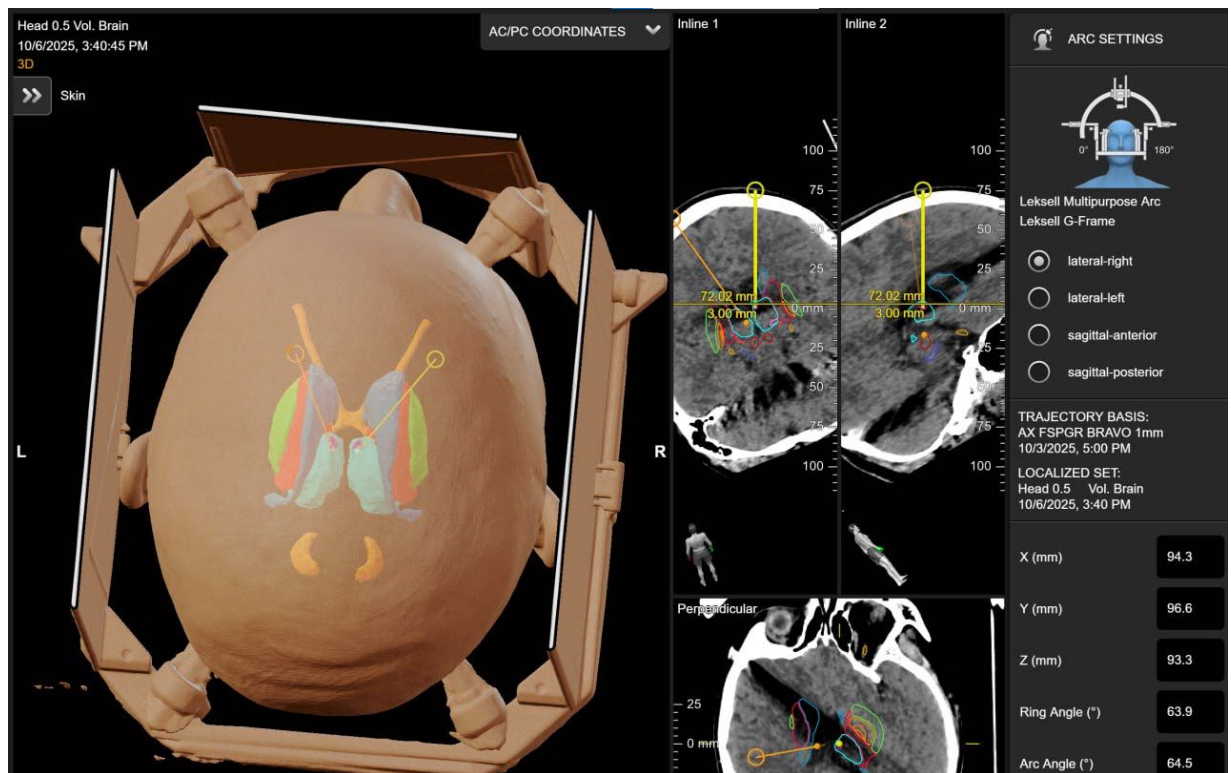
Объединение и наложение КТ-данных с заранее запланированной траекторией
